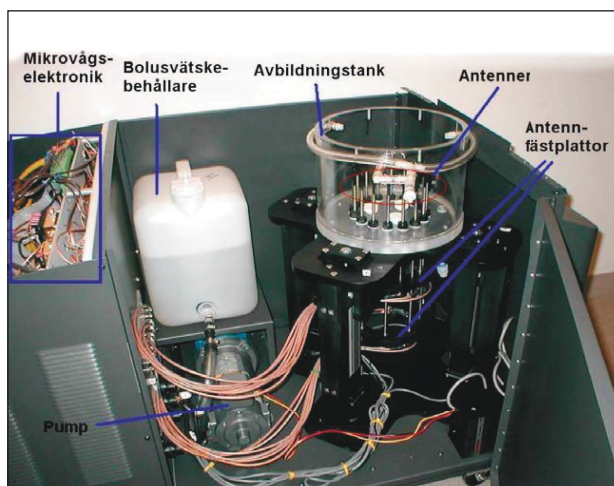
System för 3D mikrovågstomografi. Bilden visar det öppnade skåpet som befinner sig direkt under ett bord med hål för den fyllda avbildningstanken i vilken bröstet sänks ner<sup>4</sup>.
